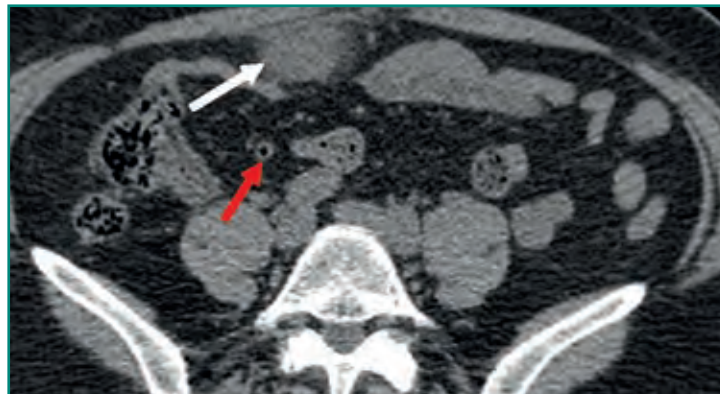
TC abdominal sin contraste que demuestra la imagen típica de un infarto omental (flecha blanca). Obsérvese el apéndice de tamaño normal (flecha roja), sin cambios inflamatorios, descartándose en este caso la apendicitis aguda.
